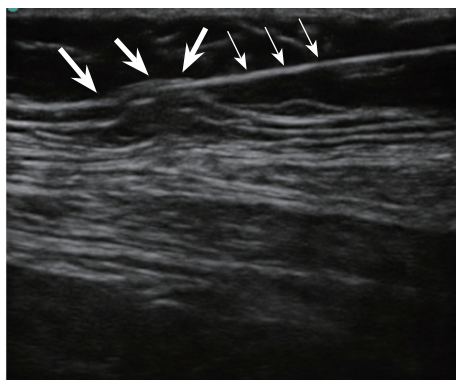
浮针针尖位于深筋膜层时的超声图（上方三个细箭所指为浮针，针尖到达肌层上方深筋膜层，引起病人不适和疗效欠佳。粗箭头所指为深筋膜）
